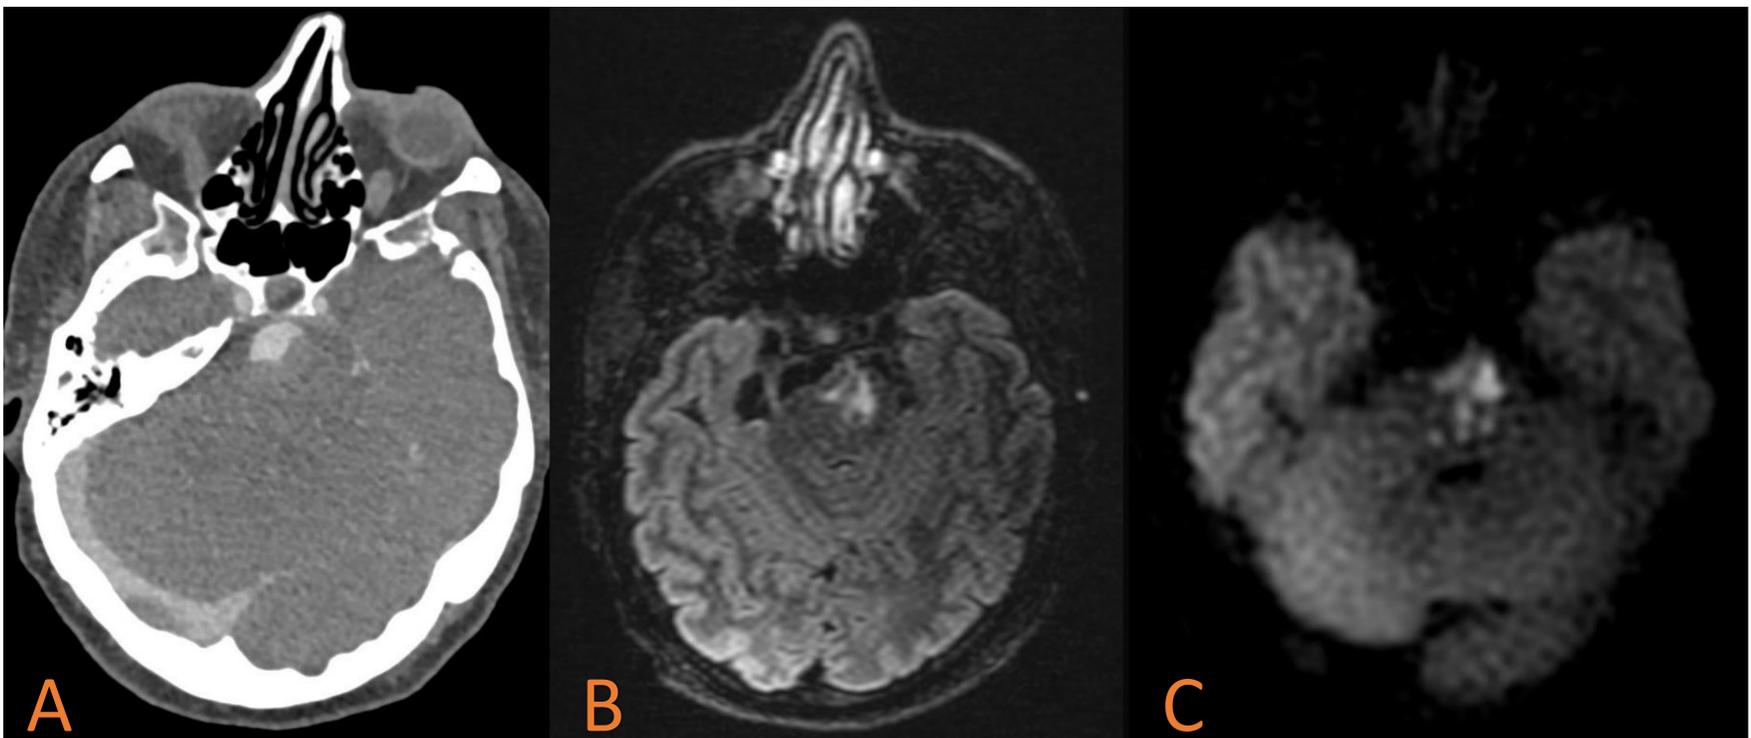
Corte axial de TC simple (A), secuencia FLAIR (B) y difusión b1000 (C) a nivel de la protuberancia. A-C. Mismo paciente que *Figura 6*, en el que se observa un área hiperintensa en secuencia FLAIR en la región paramediana de la protuberancia, que concuerda con restricción en difusión y caída de la señal en mapa de ADC (no mostrado), todo ello sugestivo de lesión isquémica.
